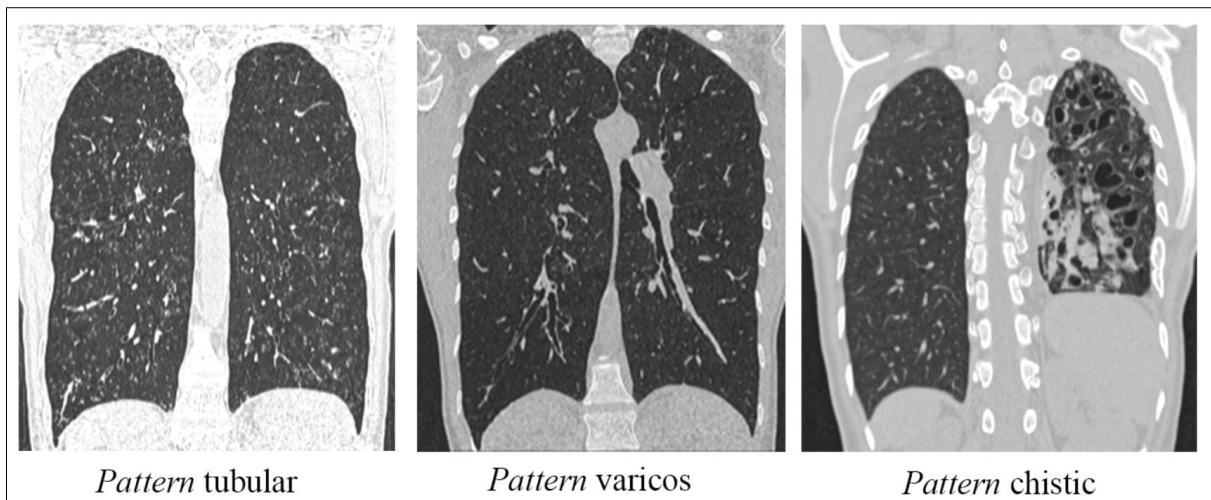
Pattern-uri imagistice identificate la HRCT torace
